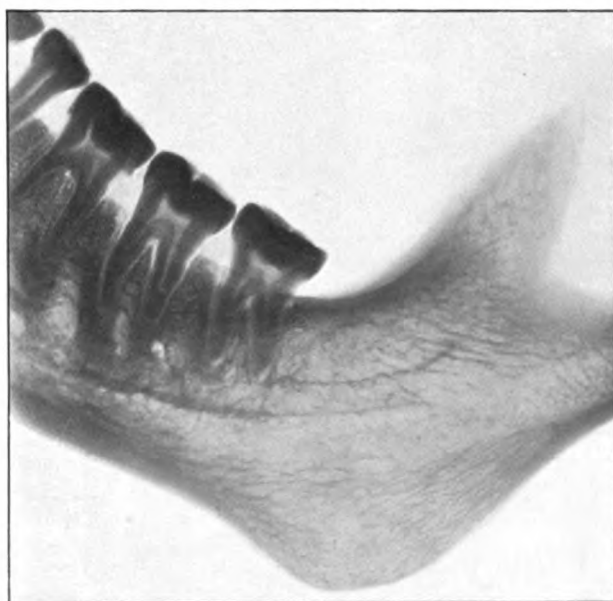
Röntgenaufnahme des Unterkiefers eines Neu-Britanniens.
